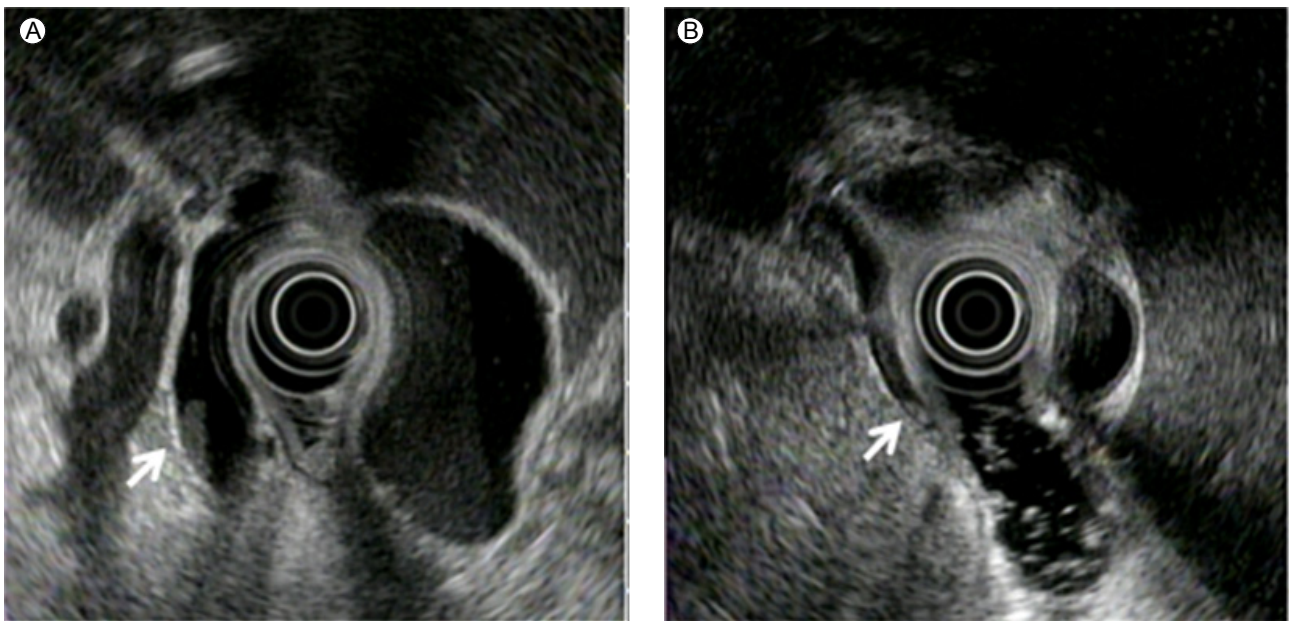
(A, B) EUS images of common bile duct (CBD) sludge (white arrow). EUS, endoscopic ultrasonography.
